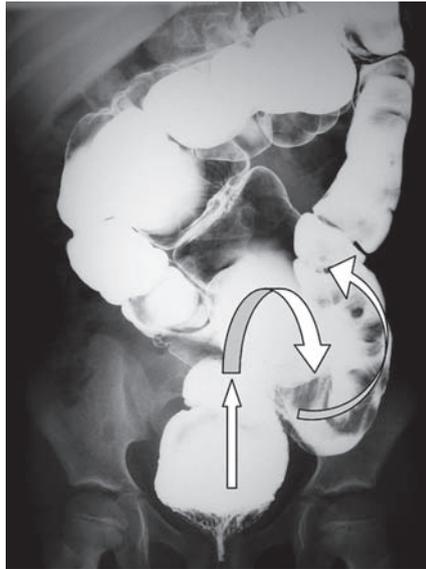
aspecto do clister opaco em criança de 6 anos com neurodisplasia intestinal (radiografia realizada 48 horas após a aplicação do clister opaco; observar restos do contraste em todo o trajeto do cólon)
